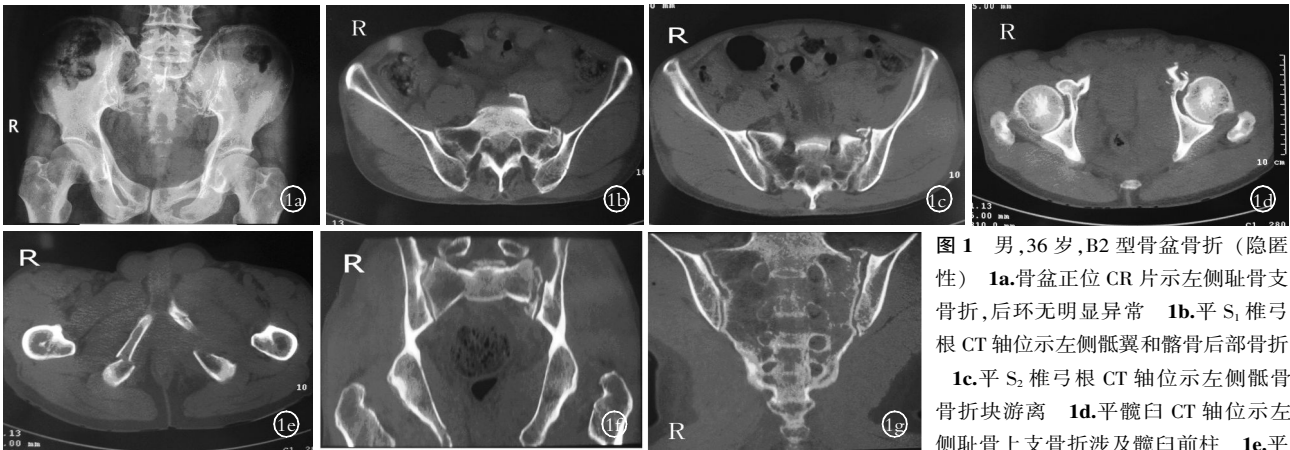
男,36 岁,B2 型骨盆骨折(隐匿性) 1a.骨盆正位 CR 片示左侧耻骨支骨折,后环无明显异常 1b.平 S₁ 椎弓根 CT 轴位示左侧骶翼和髂骨后部骨折 1c.平 S₂ 椎弓根 CT 轴位示左侧骶骨骨折块游离 1d.平髌臼 CT 轴位示左侧耻骨上支骨折涉及髌臼前柱 1e.平
